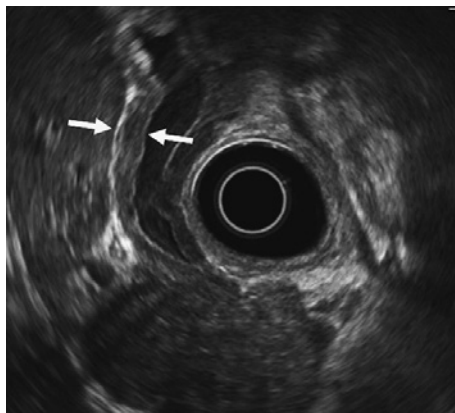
IgG4 関連硬化性胆管炎の超音波内視鏡像。超音波内視鏡検査により高—低—高エコーを呈する均一な胆管壁の肥厚が描出されている (矢印)。
